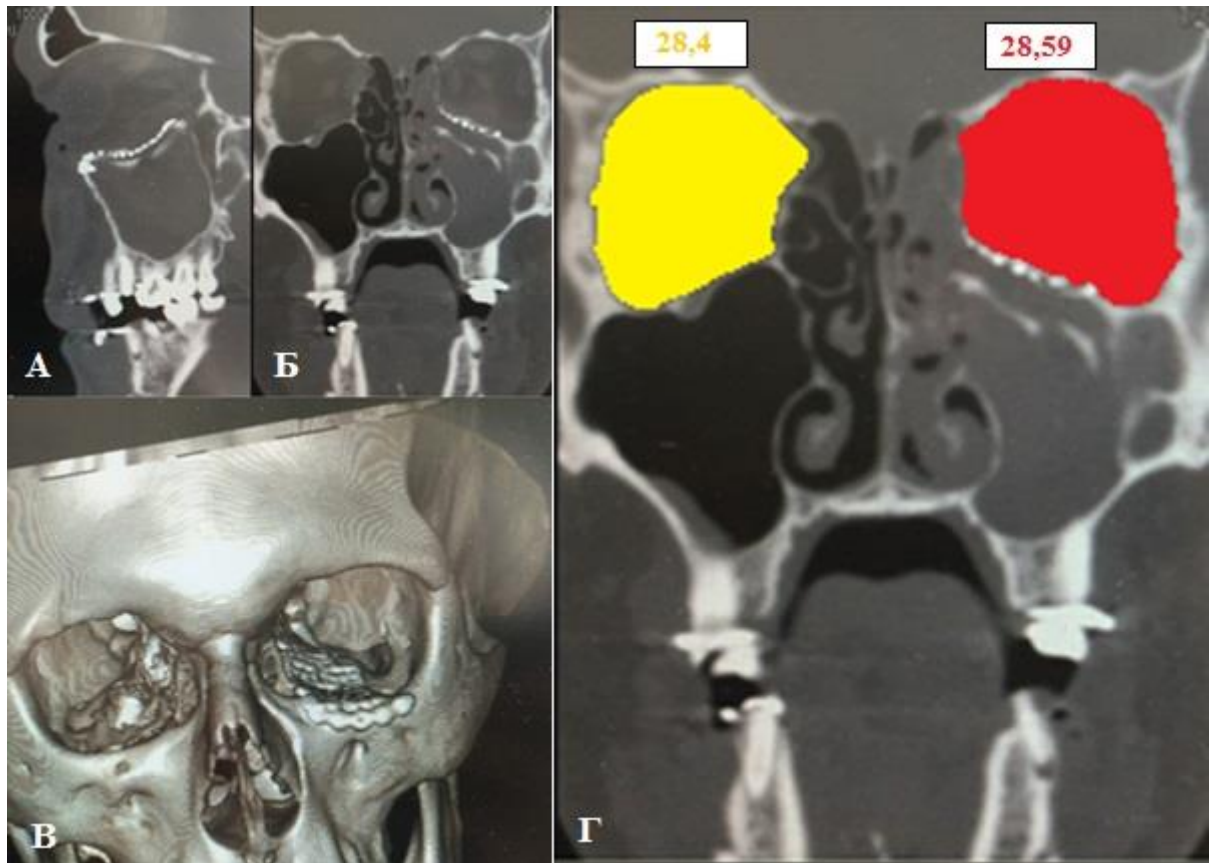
Срезы компьютерной томографии пациента М. ИБ №46385 после проведенной открытой репозиции, остеосинтеза нижнеорбитального края OS с помощью С-образной титановой пластины, пластики дефекта нижней стенки левой орбиты с применением титанового аугмента, индивидуализированного на предоперационном этапе с помощью высокоточной физической 3D-модели области дефекта, изготовленной путем SLS 3D-принтинга. Фиксация металлоконструкций выполнена с помощью титановых винтов (А-В). Также был проведен сравнительный волюметрический анализ орбит на контрлатеральных сторонах для оценки точности проведенной реконструкции (Г)
